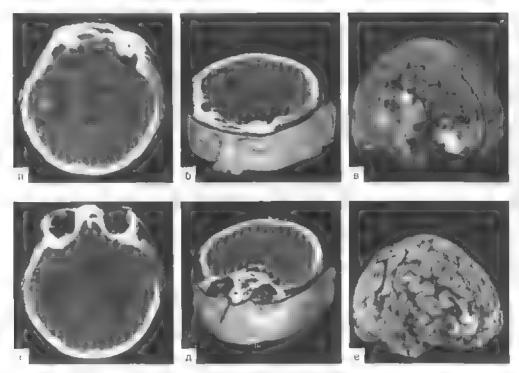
Компьютерные томограммы Тяжелля ЧМ1 с формированием множестпециях отглов упраба в правом по вупарии. Состояние после декомпрессивной репальник слева, произведенной по месту первичной госпитализации.
